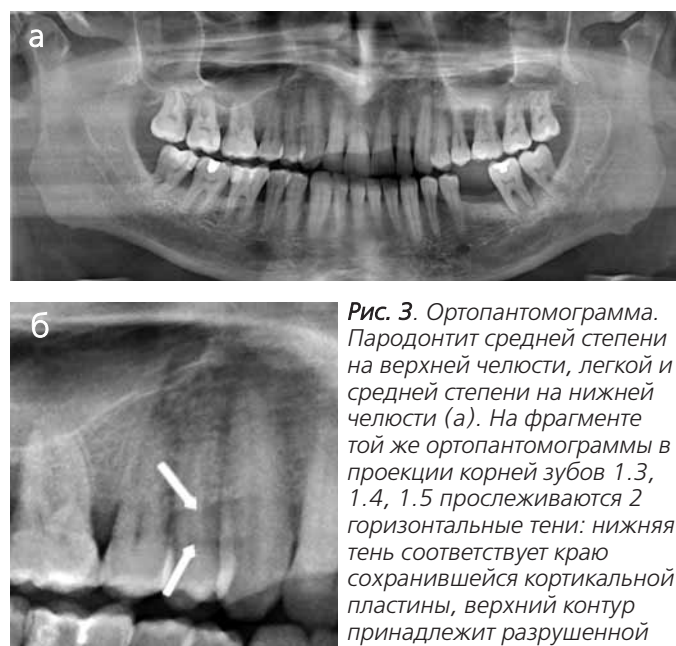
Ортопантомограмма. Пародонтит средней степени на верхней челюсти, легкой и средней степени на нижней челюсти (а). На фрагменте той же ортопантомограммы в проекции корней зубов 1.3, 1.4, 1.5 прослеживаются 2 горизонтальные тени: нижняя тень соответствует краю сохранившейся кортикальной пластины, верхний контур принадлежит разрушенной кортикальной пластине (б)
